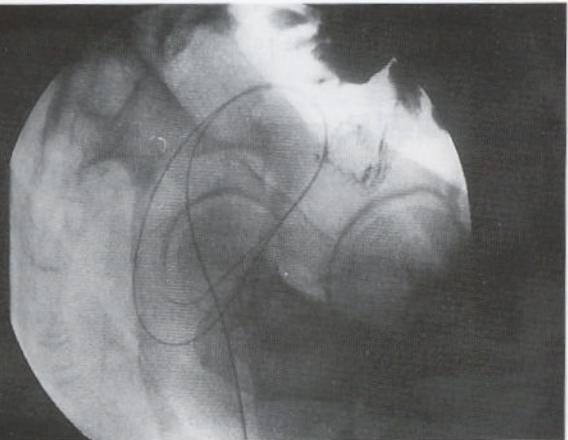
Lateral pelvic radiograph demonstrates guide wire within the abscess cavity.
